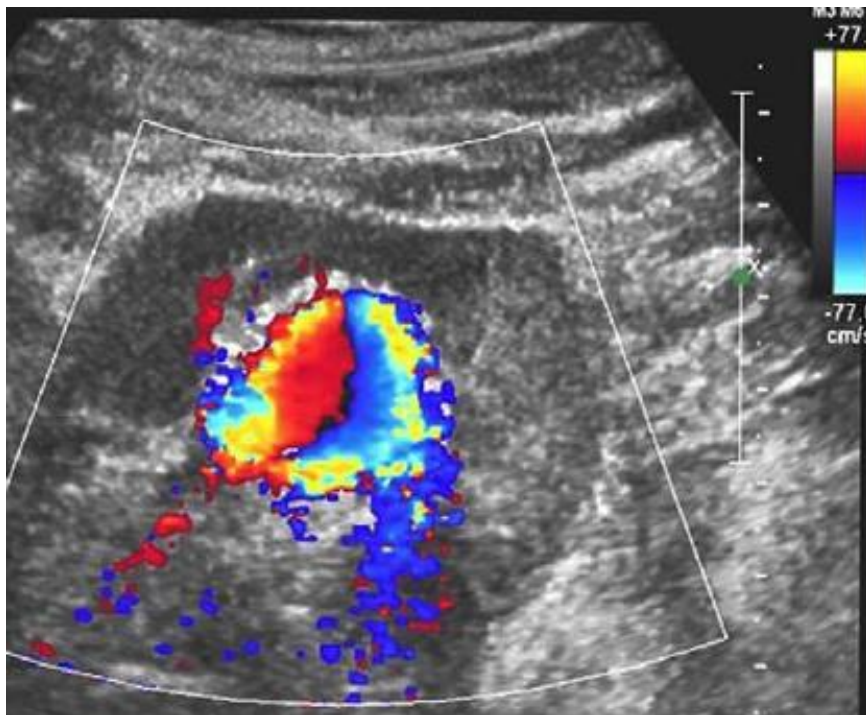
Coupe transversale d'une échographie du transplant en mode B couplée au Doppler couleur à basses PRF: Artefact périvasculaire.(38)
